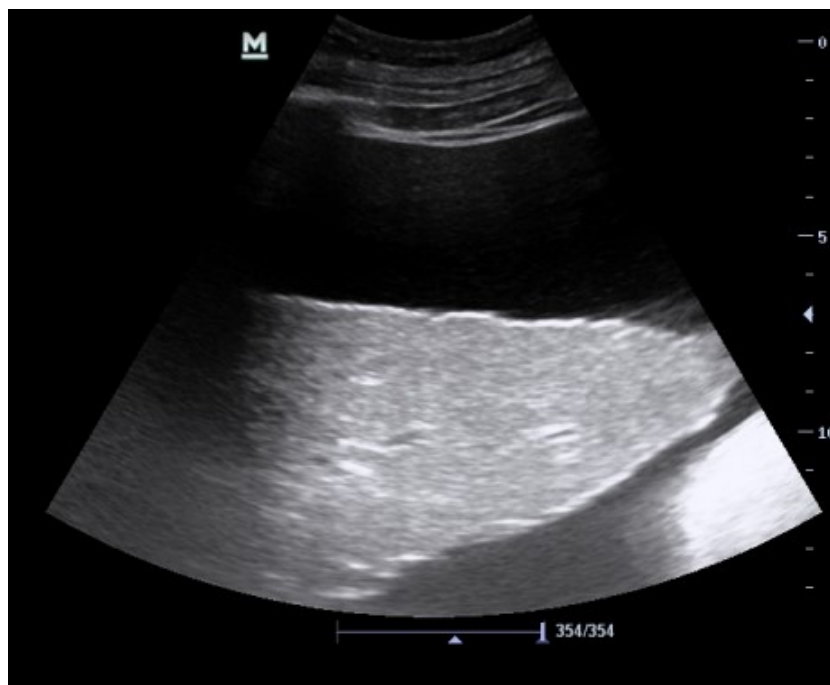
Ecografía abdominal con sonda cóncava. Líquido ascítico perihepático. Hígado de contornos irregulares e hiperecogénico.
